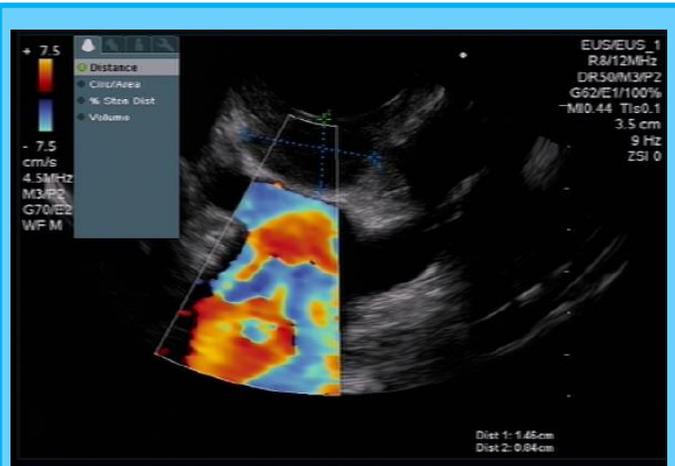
Ultrasonido Endoscópico (USE)
